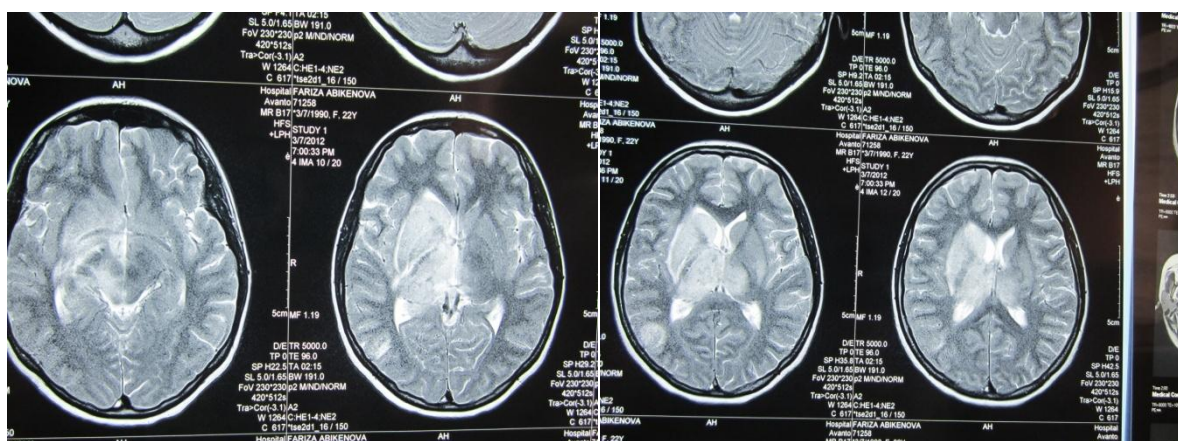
МРТ больной А-вой Ф.Д. от 07.03.12
